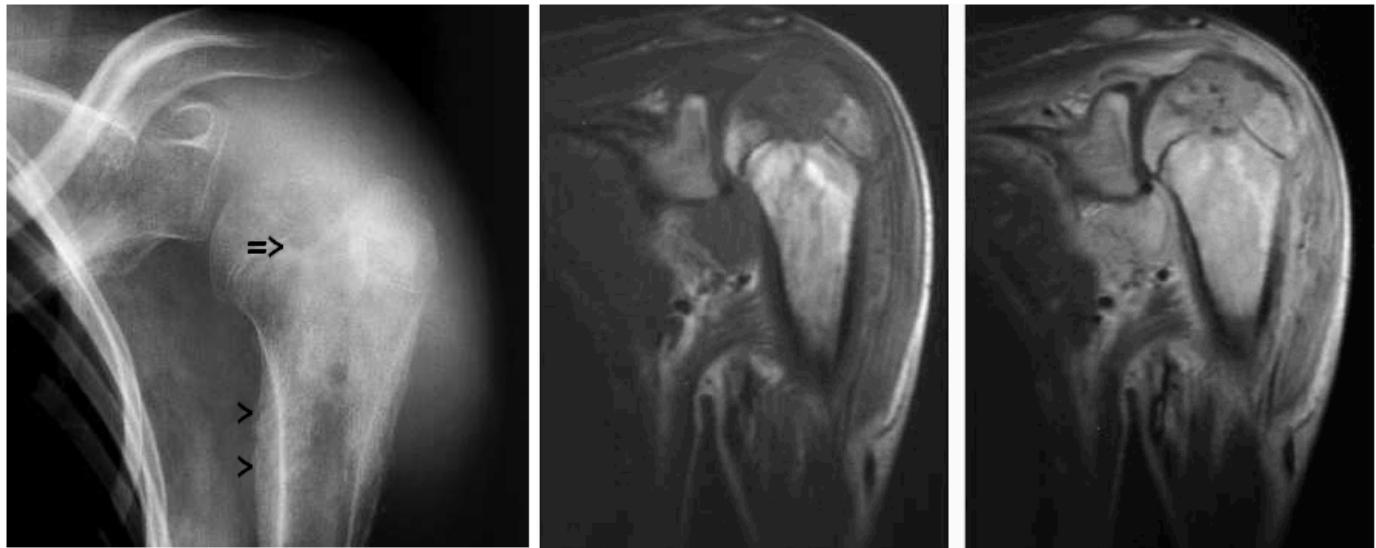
radiographie de l'épaule droite de face montrant une lésion ostéolytique géographique de siège huméral épiphysaire proximal, avec une légère extension métaphysaire (flèche), une réaction périostée métaphysaire pleine est associée (têtes de flèche). Les coupes IRM coronales en SE T1 avant et après contraste montrent la démarcation de la lésion après contraste, avec une extension métaphysaire
